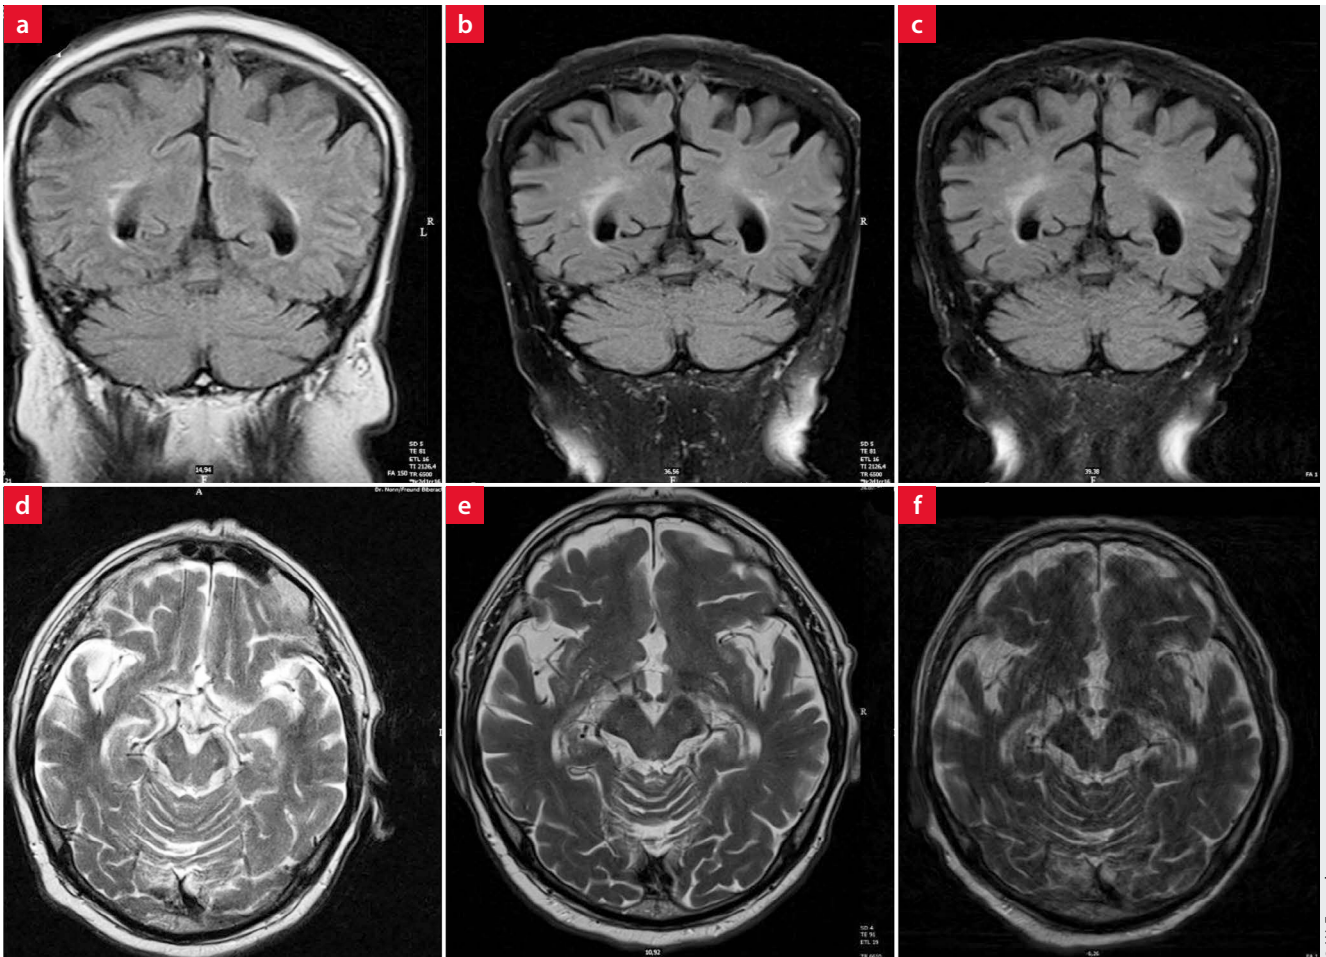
MRT des Schädels des Patienten von drei Zeitpunkten: jeweils obere Reihe FLAIR koronar und untere Reihe T2 transversal. Die Ausschnitte a und d aus dem Jahr 2013, b und e aus dem Jahr 2019, c und f aus dem Jahr 2020. Von den Jahren 2013 bis 2019 nahmen die bilateral periventrikulär konfluierenden Marklagerveränderungen zu (am ehesten mikroangiopathisch).
